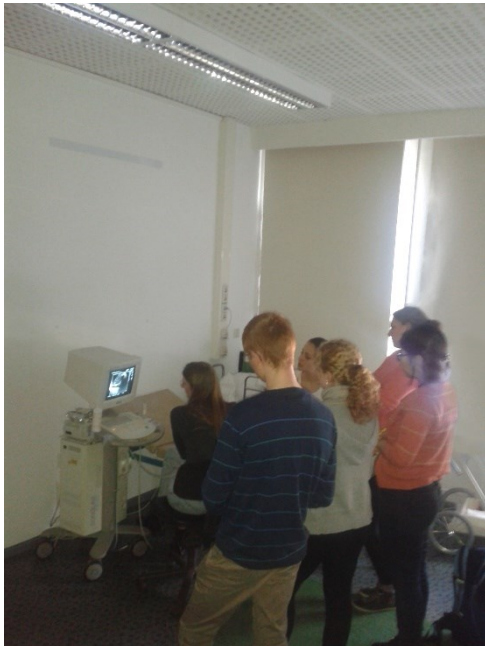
Seminar „Abdomensonografie“;
